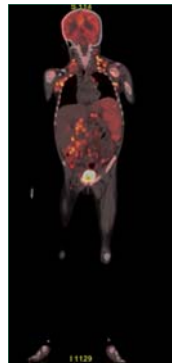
Imagerie de fusion TEP-TDM
